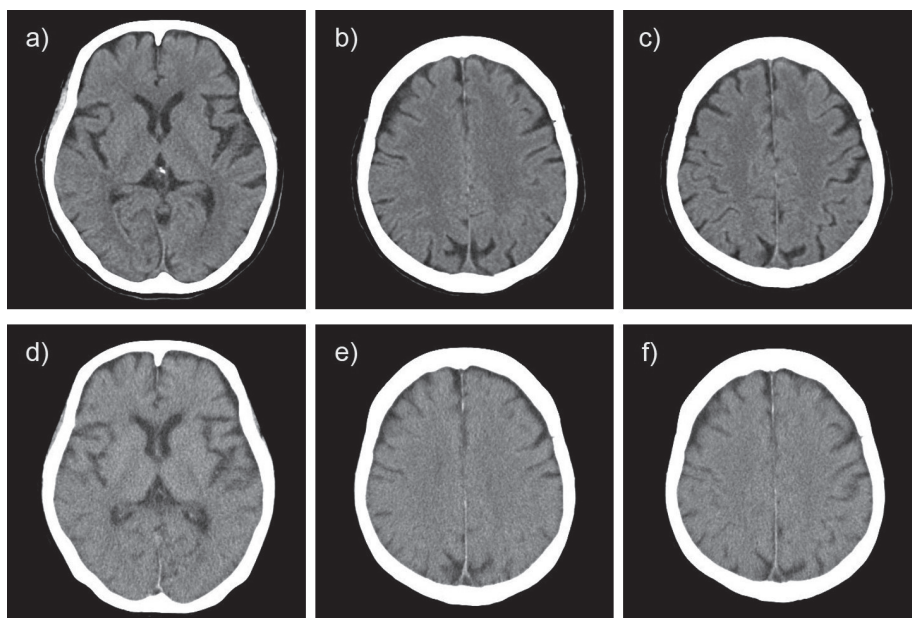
Antemortem CT scans and postmortem CT scans of a 72-year-old woman (a, d) basal ganglia level (b, e) centrum semiovale level (c, f) high convexity level
